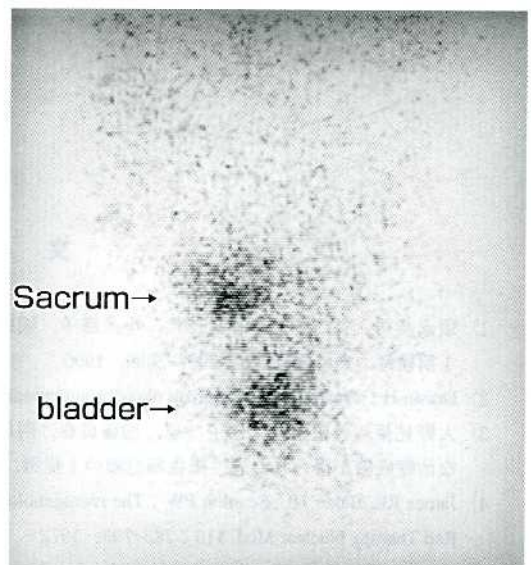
Bone scintigraphy after irradiation.
